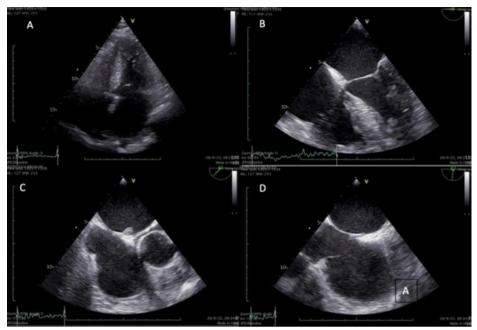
Ecocardiograma realizado a los 15 días del diagnóstico, bajo anticoagulación. A) Imagen transtorácica. B), C), D) imágenes transesofágicas. Se evidencia franca disminución de la imagen de trombo, con casi desaparición de la misma en ambas aurículas, persistiendo imagen de trombo de menor tamaño a nivel del septum interauricular.
